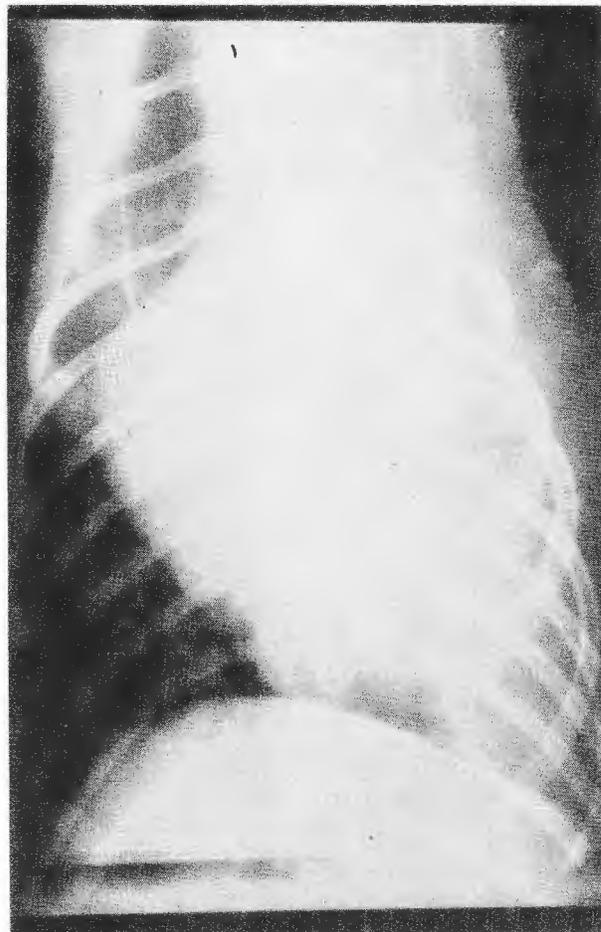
Radiografía tomada al 4o. día de efectuado el alotrasplante pulmonar. Obsérvese la poca ventilación del pulmón izquierdo.
